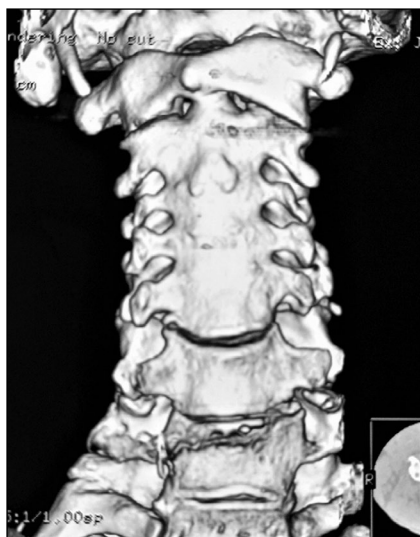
Трёхмерная реконструкция КТ шейного отдела позвоночника, вид спереди: синостоз тел C2-C5 позвонков.
